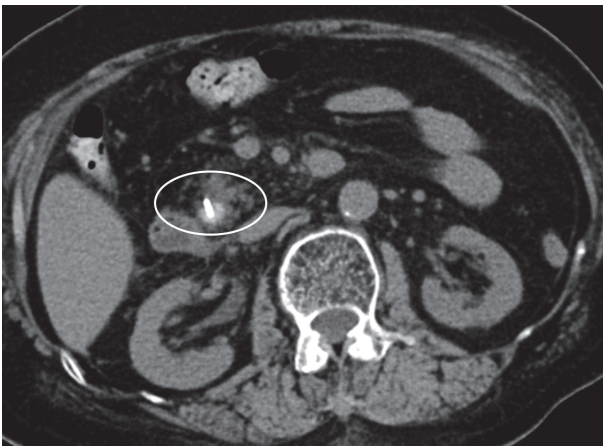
腹部単純 CT 所見。丸で示した下部総胆管内に high density の細長い構造を含んだ結石を認める。
